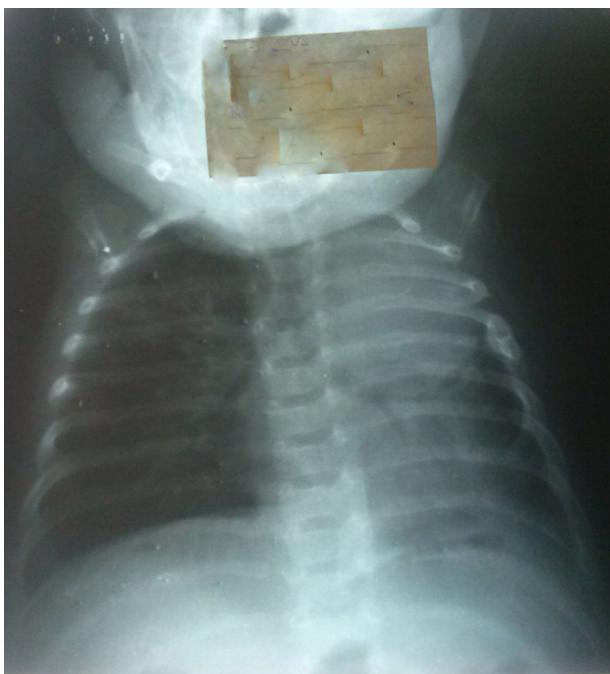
Рентгенограмма грудной клетки при выписке ребенка
